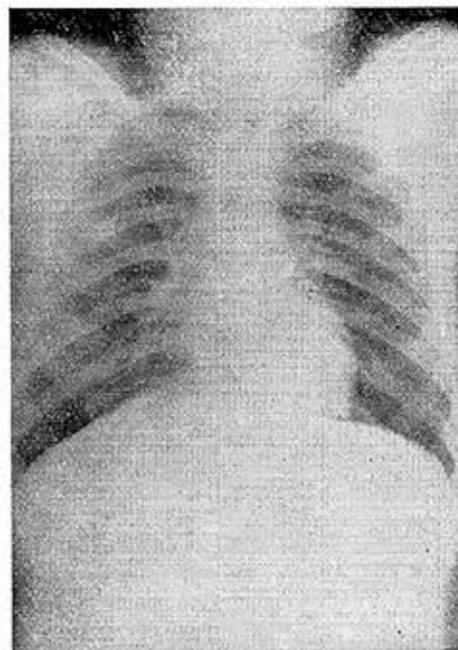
Radiografía del tórax demostrativa de que no existen todavía lesiones metastásicas en los pulmones.
